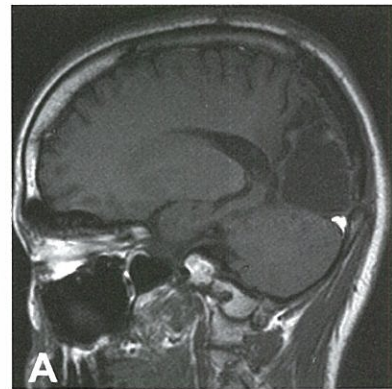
術後MRI T1強調画像矢状断：右後頭葉は切除されている
